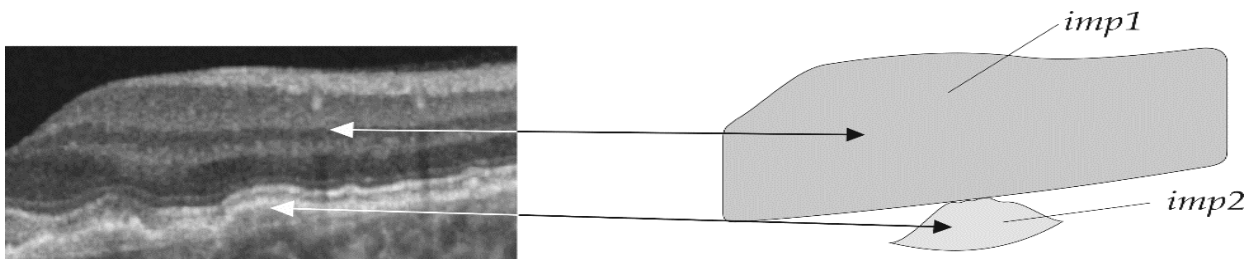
Геометрія, що використовується для експериментального розрахунку напружень в об'ємі сітківки внаслідок росту друз. *imp1* – геометричний об'єкт, що ототожнюється з фрагментом недеформованої сітківки. *imp2* – геометрія, що ототожнюється з жорсткою друзою. Процес росту друзи та деформації сітківки, що виникає внаслідок цього, моделюється шляхом фіксації *imp2* з одночасним (повільним та рівномірним) переміщенням геометрії *imp1* вниз. В результаті геометрія *imp2* вдавлюється в об'єм геометрії *imp1*.
